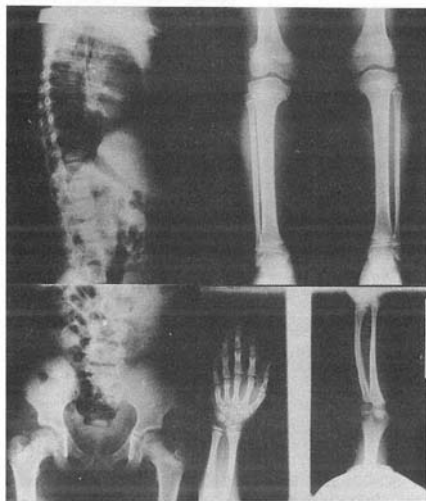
Caso B. Las radiografías muestran cuerpos vertebrales de forma ovoide; huesos largos, acortados y anchos; pelvis hipoplásica, braquimetacarpalia menos severa que en el Caso A, y braquifalanga en todos los dedos de las manos
